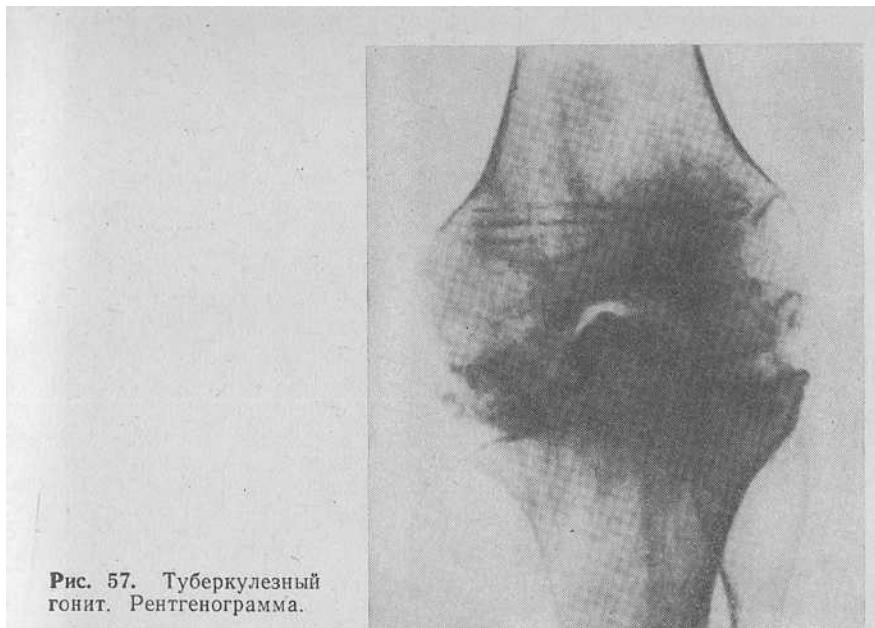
Туберкулезный гонит. Рентгенограмма.
